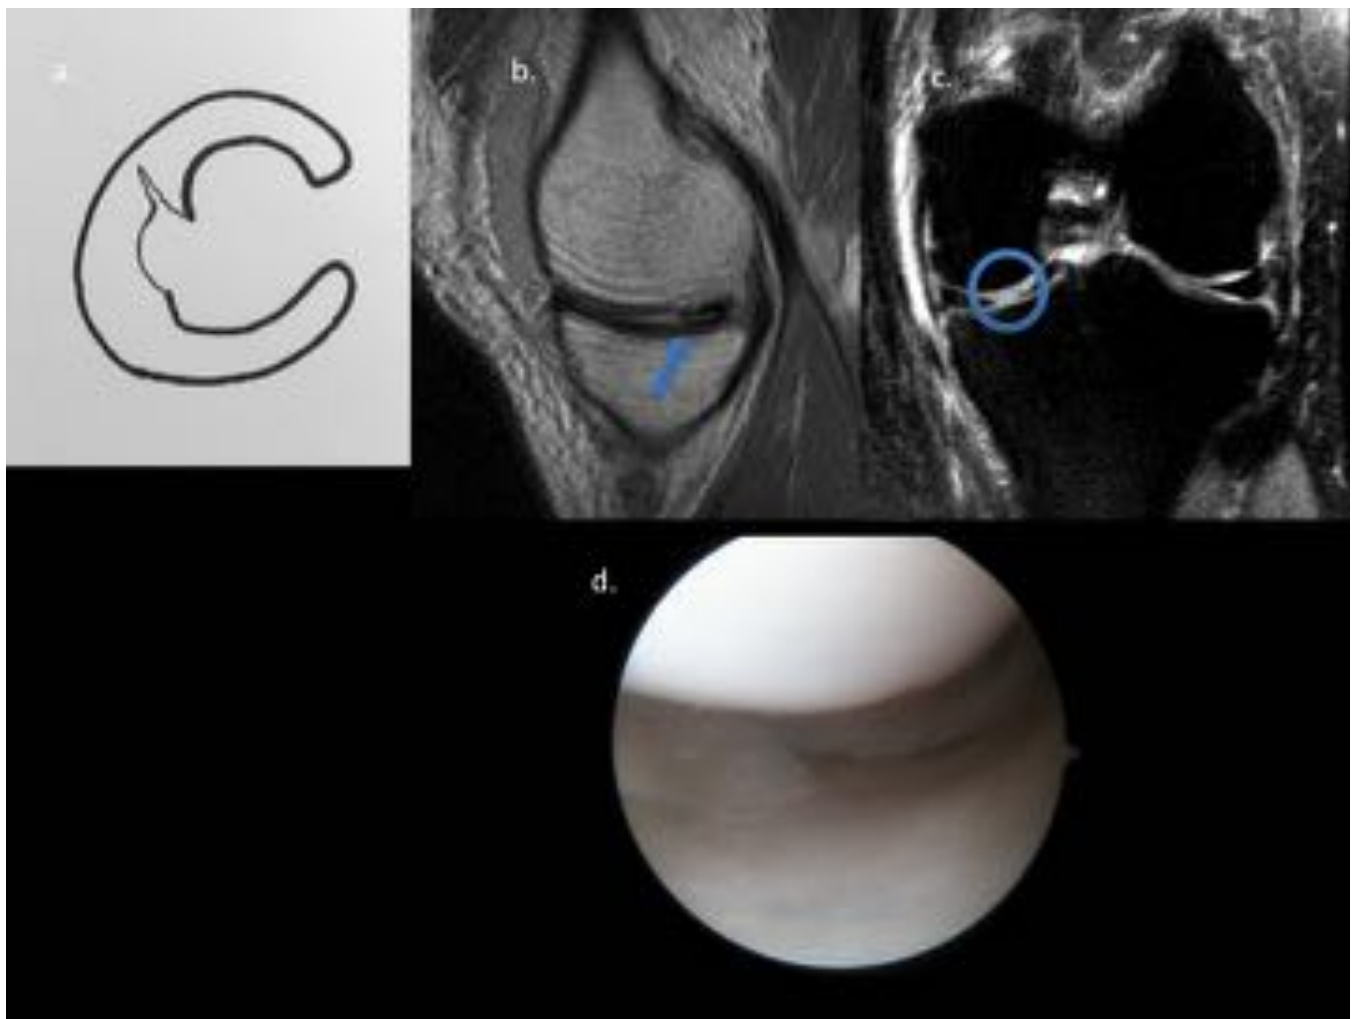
Rotura en pico de loro. (a) Ilustración. (b) Imagen de RM sagital potenciada en DP que muestra el signo del “menisco truncado” mostrando la rotura (flecha). (c) Imagen de RM coronal potenciada en DP que muestra la hendidura que deja la rotura del menisco (círculo). (d) Imagen obtenida de un video de artroscopia que muestra la rotura radial abierta afectando al borde libre del menisco.
